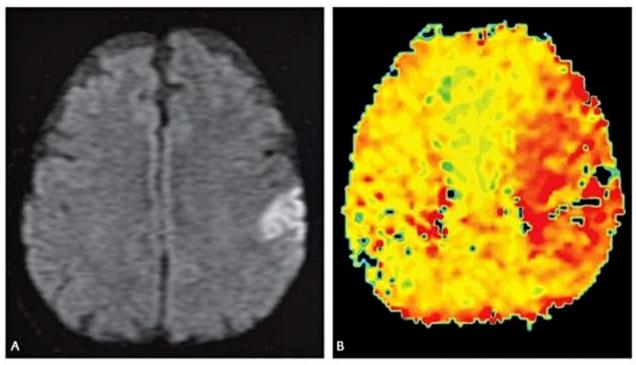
Paciente com oclusão proximal da artéria cerebral média esquerda. Na imagem de RM ponderada em difusão no plano axial (A), é evidente o hipersinal na transição frontoparietal desse lado, sugerindo área de infarto agudo. O mapa de difusão (não mostrado) revela redução dos coeficientes aparentes de difusão. No estudo da perfusão por meio do uso de mapa de cores, cuja intensidade é proporcional ao tempo de trânsito médio (B) claramente identificam-se as áreas de perfusão reduzida, caracterizadas por um aumento do tempo de trânsito médio (tons de vermelho e laranja). Há, dessa forma, um déficit perfusional mais extenso que a alteração difusional – o chamado mismatch (discordância) –, e essa área que tem difusão preservada mas já apresenta alteração na perfusão presumivelmente corresponde à área de penumbra isquêmica.
